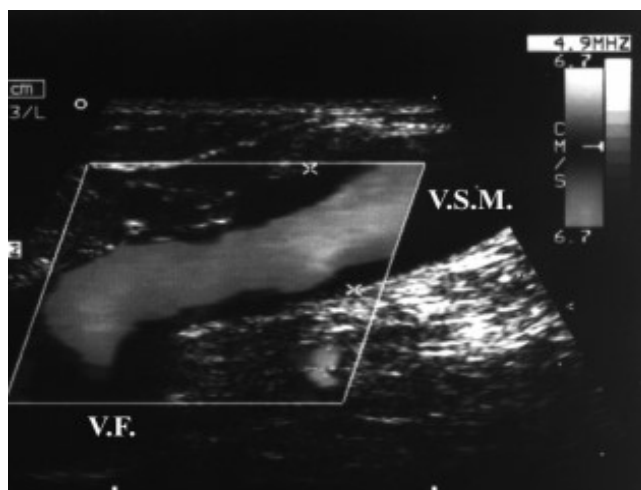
Рентгеновский снимок сафено-феморального соустья и ствола БПВ
